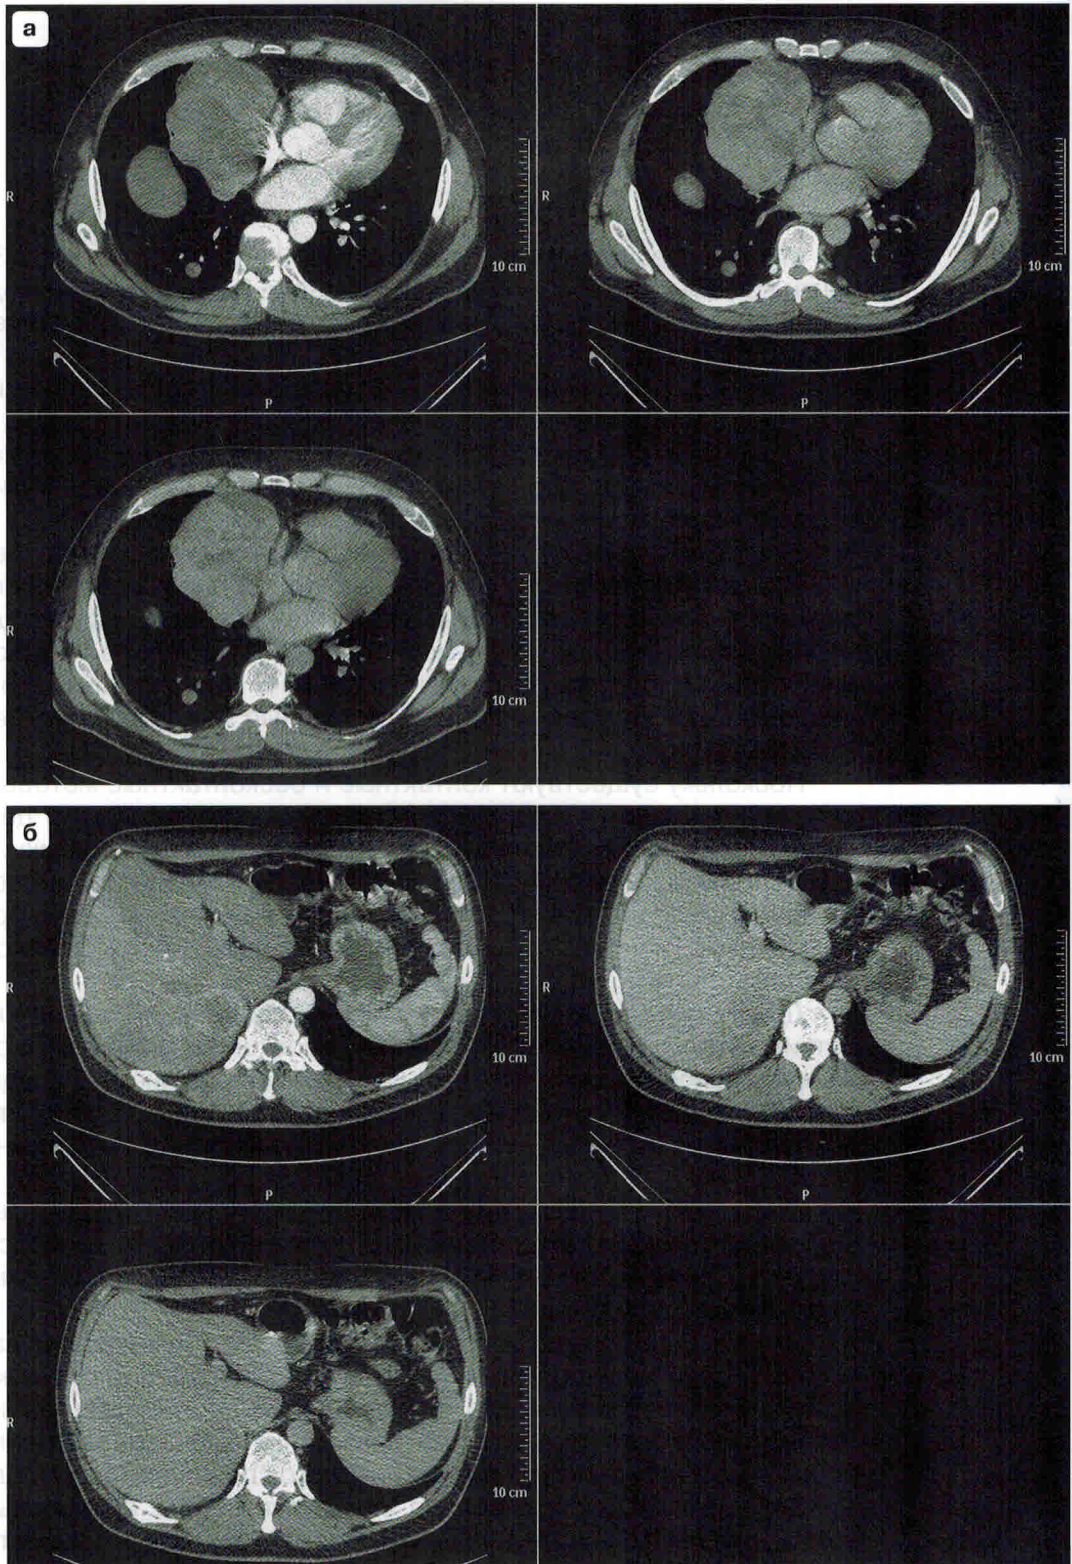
Первичная МСКТ-диагностика.
